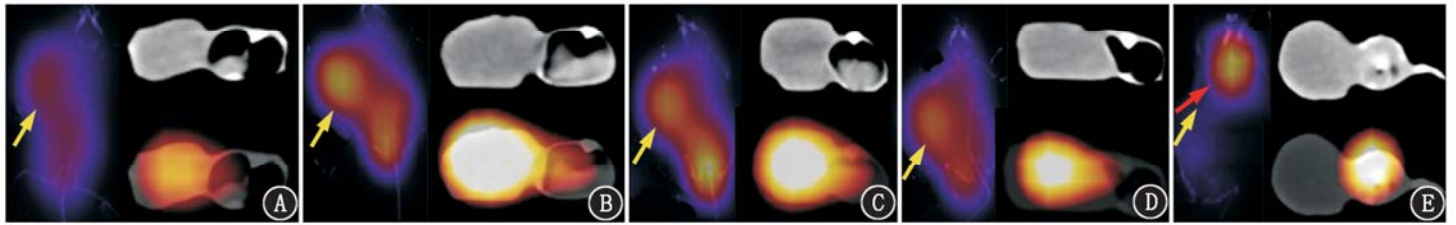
$\text{Na}^{131}\text{I}$  和 4 种  $^{131}\text{I}$  标记探针注射后 8 h 甲状腺髓样癌荷瘤裸鼠 SPECT/CT 显像图(黄箭头示肿瘤,红箭头示甲状腺)。A.  $^{131}\text{I}$  标记的第五代聚乙二醇[PAMAM(G5.0)]探针,肿瘤见淡淡放射性摄取;B.  $^{131}\text{I}$  标记的丝氨酸-精氨酸-谷氨酸-丝氨酸-脯氨酸-组氨酸-脯氨酸(SRESPHP;简称 SR)修饰的 PAMAM(G5.0) 探针,肿瘤见明显放射性摄取;C.  $^{131}\text{I}$  标记的甘氨酸-脯氨酸-亮氨酸-脯氨酸-亮氨酸-精氨酸(GPLPLR;简称 GP)修饰的 PAMAM(G5.0) 探针,肿瘤见明显放射性摄取;D.  $^{131}\text{I}$  标记的双靶向肽 SR/GP 修饰的 PAMAM(G5.0) 探针,肿瘤见明显放射性摄取;E.  $\text{Na}^{131}\text{I}$ ,肿瘤未见放射性摄取,而甲状腺区见明显放射性摄取
